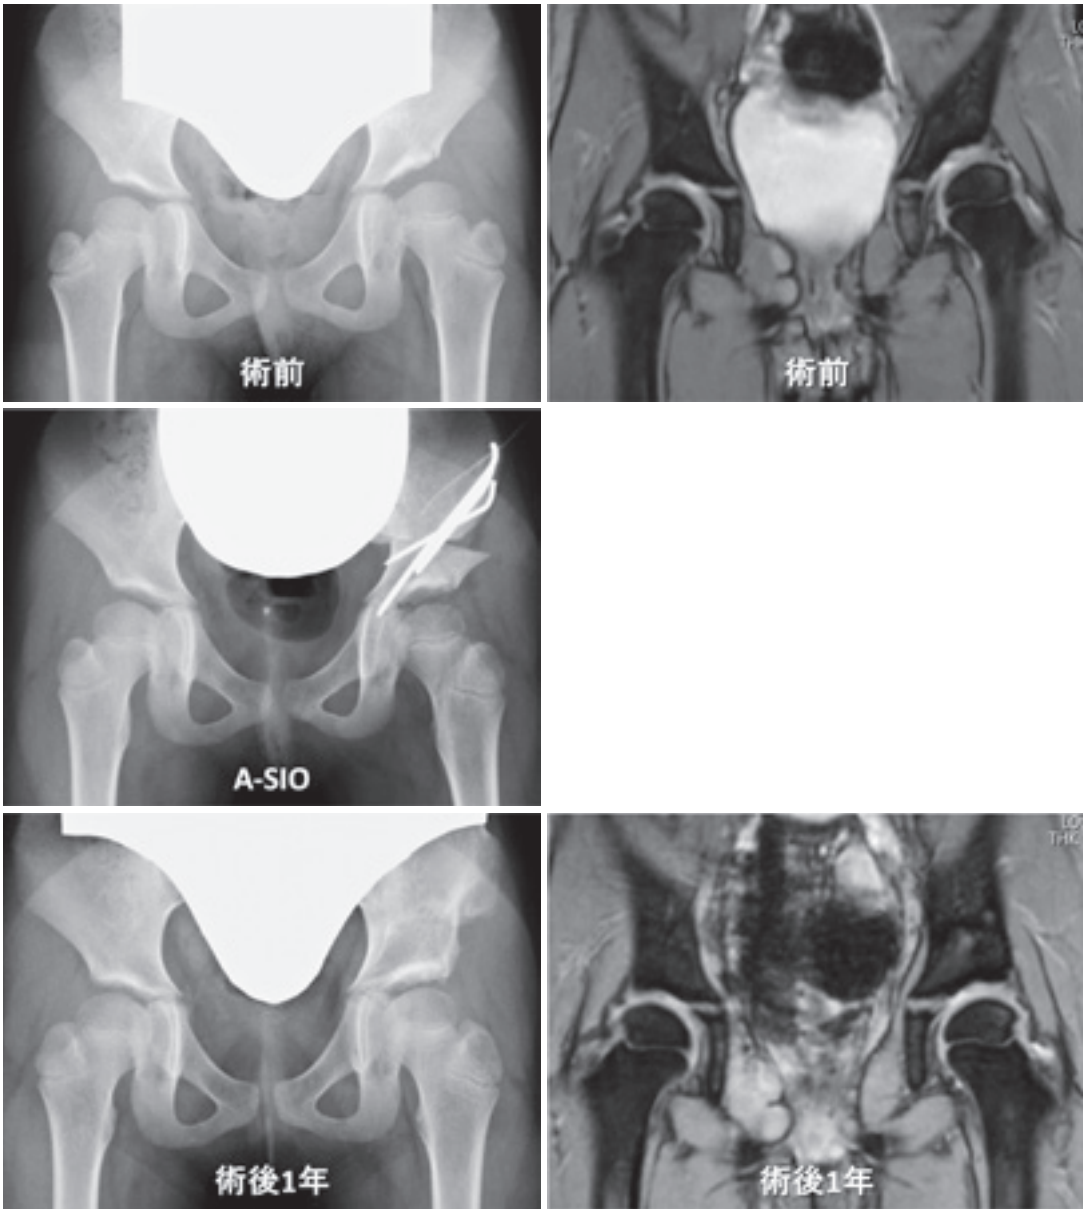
左DDHに対するA-SIOの術前後の単純X線とMRI像
